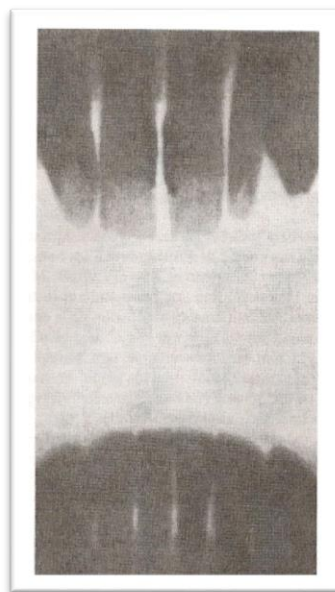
Reprodução de uma radiografia de Wilhelm Konig em Fevereiro de 1896. Fonte: Langland O, Langlais R. Early pioneers of oral and maxillofacial radiology. Oral Surg, Oral Med, Oral Pathol, Oral Radiol Endod. 1995; 80:496-511.
